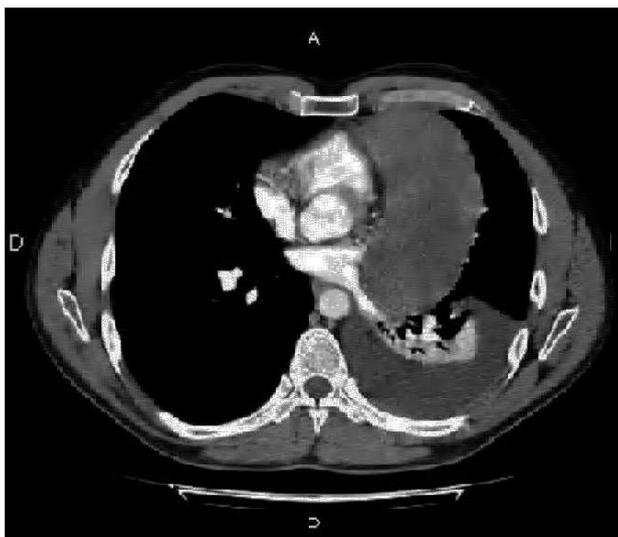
Corte de tomografía axial computarizada donde se observa una tumoración que se halla en contacto con la pared torácica anterior, infiltra ampliamente el pericardio y comprime las venas pulmonares a su entrada en la aurícula.
